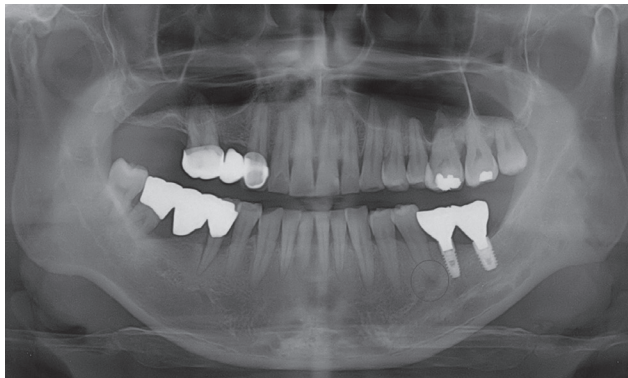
Preoperative panorama view. Periapical radiolucency was observed at the apex of mandibular left second premolar.
